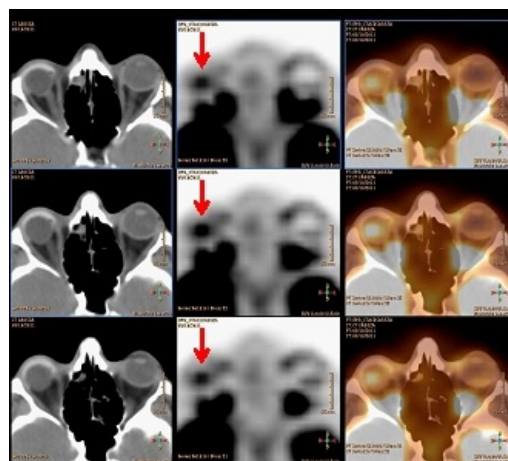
Cortes axiales de TC, ^{18}F -FDG PET y fusión PET-TC donde, después de 17 meses, se comprueba la persistencia del acúmulo hipermetabólico visualizado en el estudio previo en la prótesis ocular derecha, destacando menor actividad metabólica (SUVmáx 5,5).
